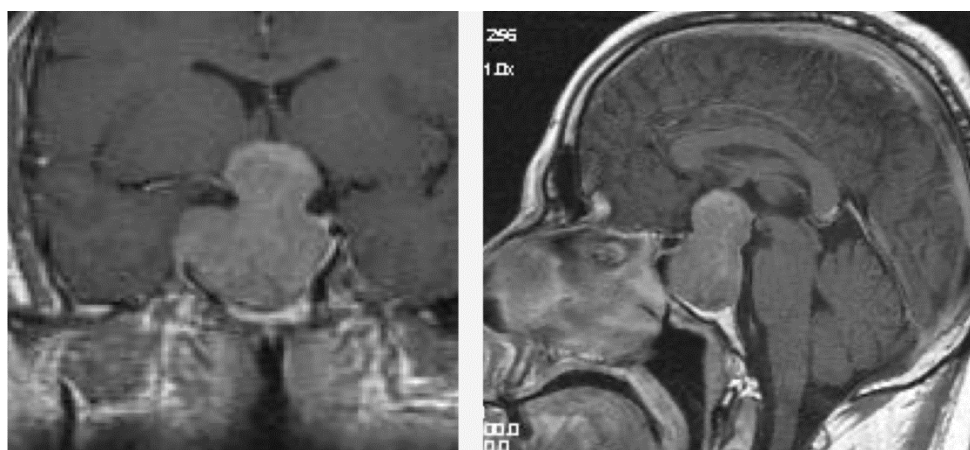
l'IRM hypophysaire en coupe sagittale médiane (T1) , montrant une extension suprasellaire de l'adénome hypophysaire, réalisant un aspect en “bouchon de champagne”, avec extension caverneuse et extension inférieure sphénoïdale.
